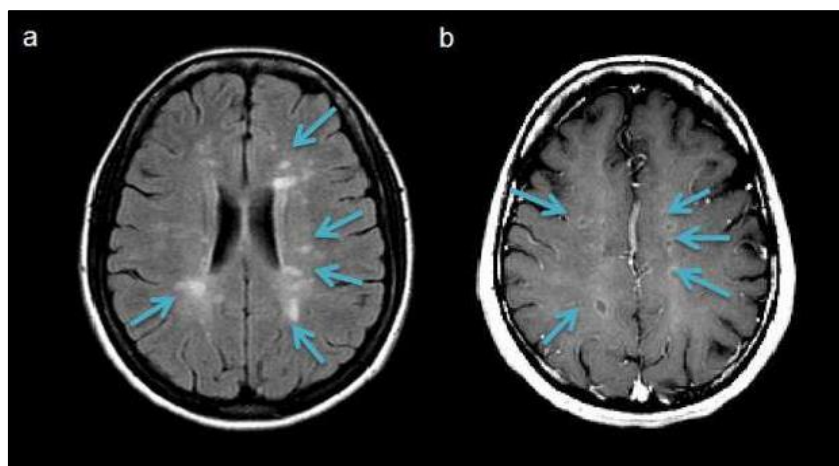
IRM cérébrale en T2 (a) et T1-gadolinium (b) (Buzzard *et al.*, 2012).
